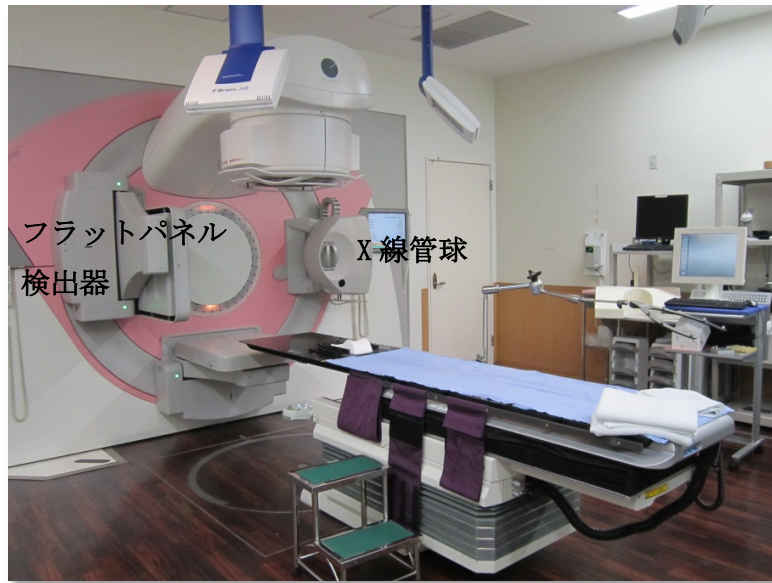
リニアック装置 synergy (エレクタ社製) に搭載された CBCT システム
